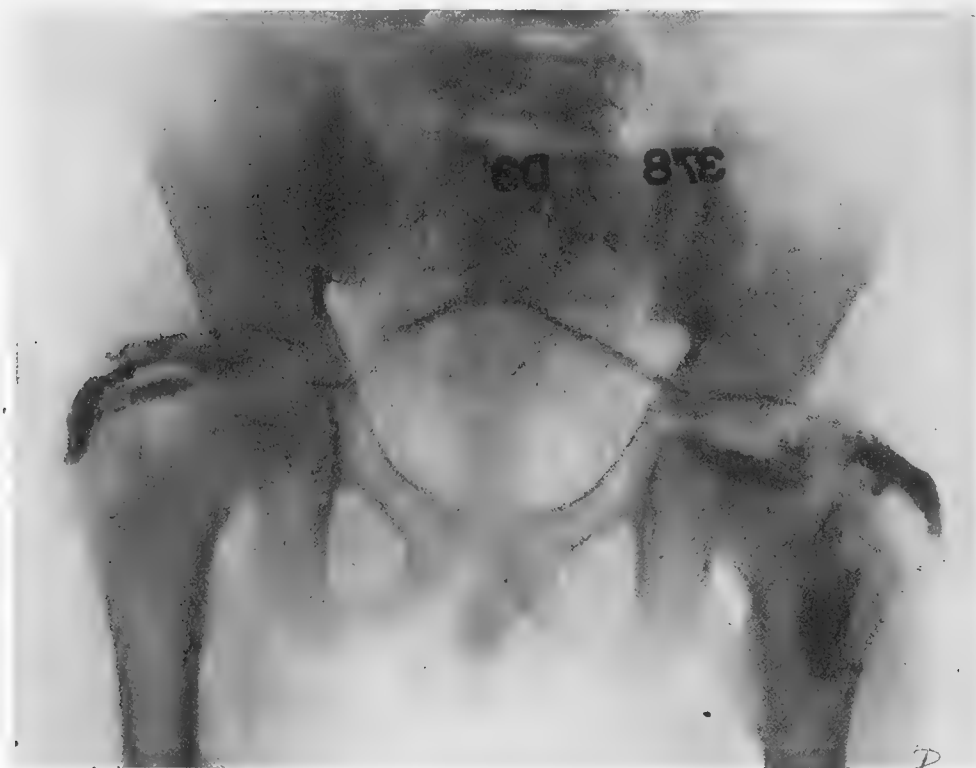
Avant intervention.* — La radiographie de face montre le trajet continu et complexe réunissant les fistules d'un grand trochanter à l'autre, montre aussi une caverne intéressant les 1<sup>re</sup> et surtout 2<sup>e</sup> vertèbres sacrées, caverne contenant un séquestre.
